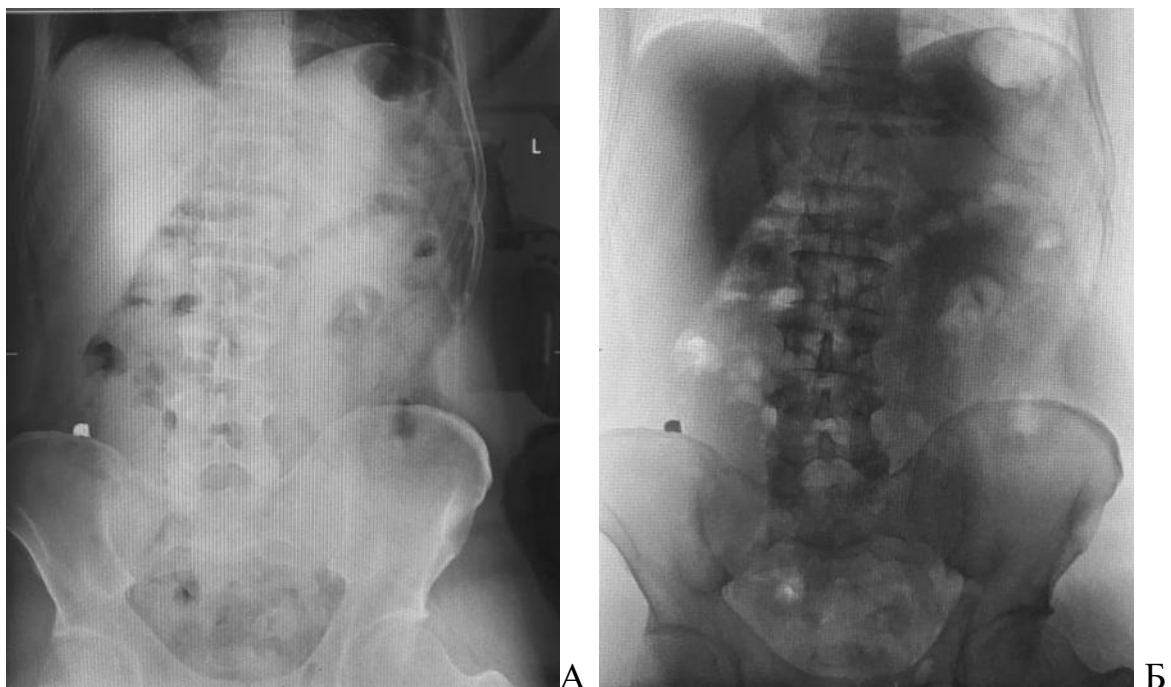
Рентгенограми органів черевної порожнини. Поранений Л., 53 роки, третя доба після поранення. Визначається стороннє тіло (металевий осколок) в просвіті сліпої кишки: А, Б – пряма проекція різні рівні контрастності.
